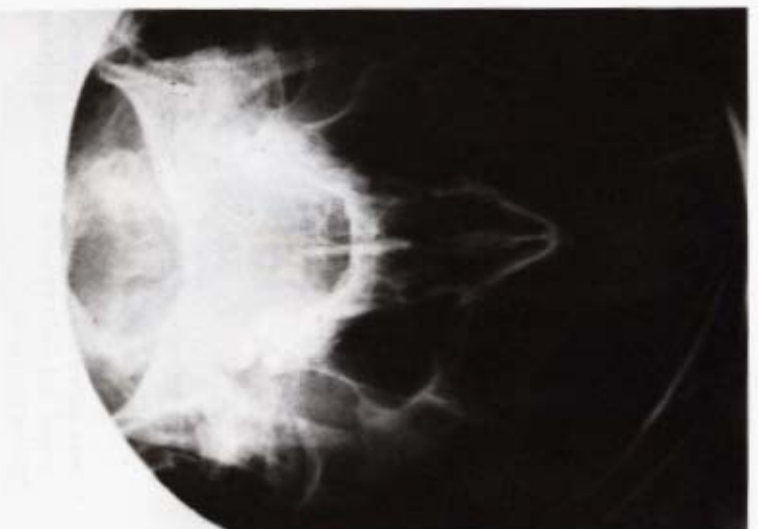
Radiografía del seno maxilar, derecho e izquierdo.
